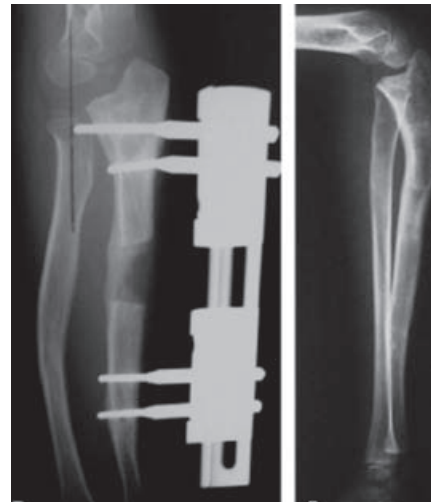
Radiografía que demuestra lo difícil de mantener una cabeza radial congénitamente luxada por un solo alargamiento así pues se optó por la necesidad de colocar un fijador externo y se colocó injerto óseo
